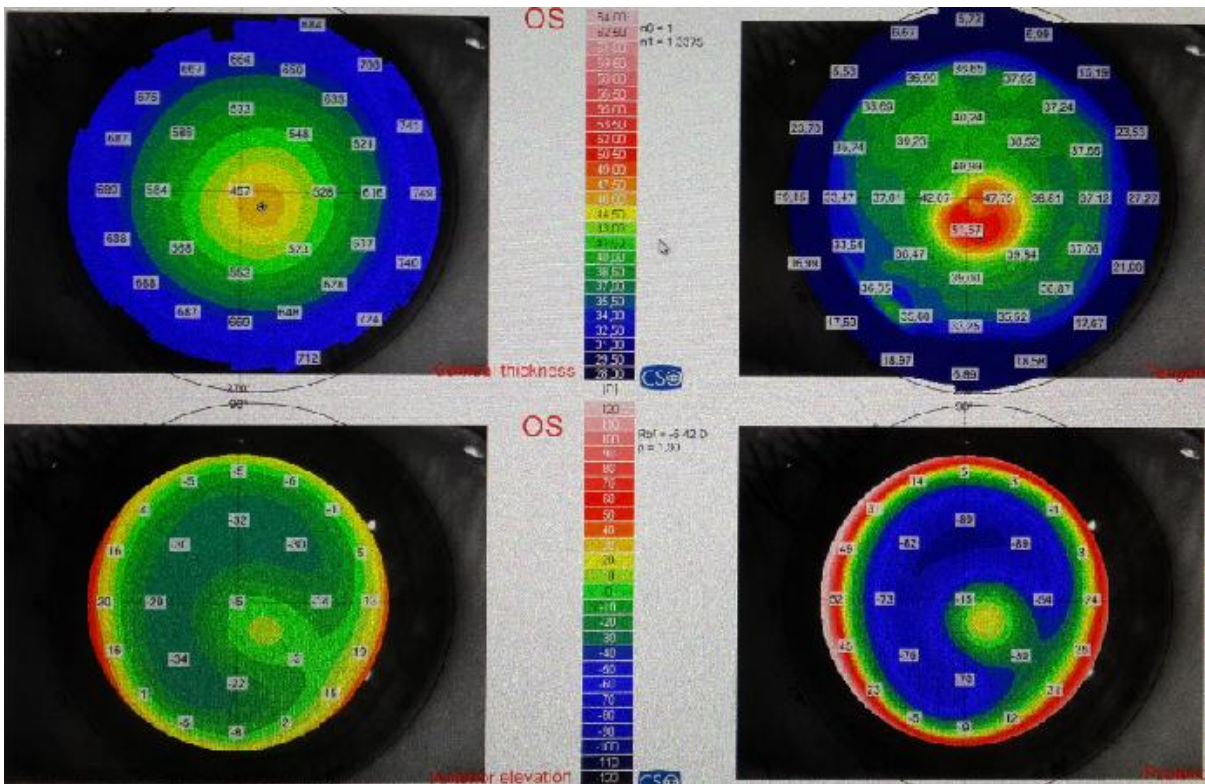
Keratokonuslu bir olgunun uygulama öncesi korneal topografisi
